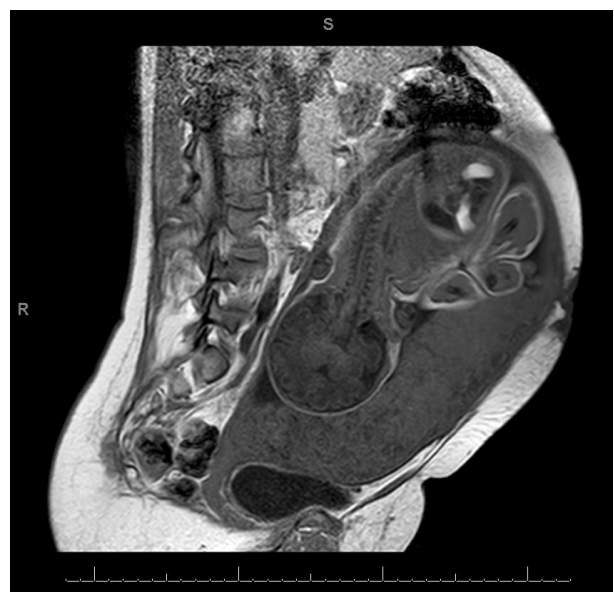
Resonancia magnética en T2
